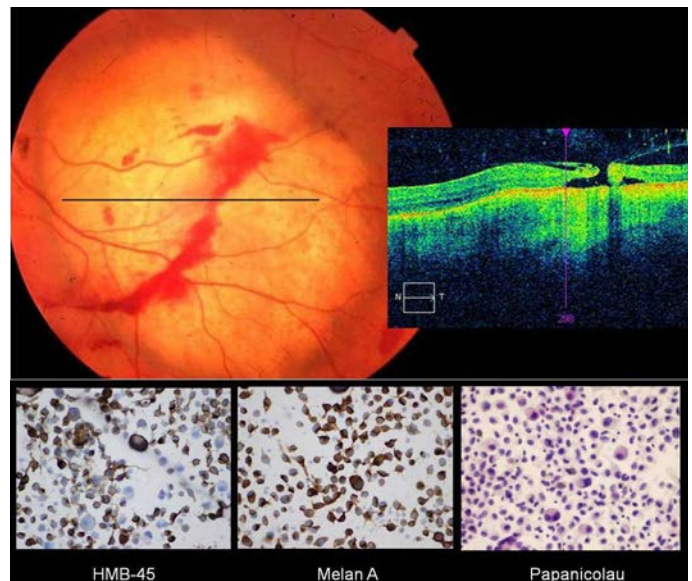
(Superior) (A) Complicaciones locales tras practicar una PAAF. Hemorragia local tras la PAAF transvítrea, en un paciente con sospecha de metástasis, sin tumor primario conocido, a pesar del estudio de extensión. En el corte realizado con la tomografía de coherencia óptica, se aprecia la retinotomía resultante de pequeño tamaño. (Inferior) (B) Aspirado celular obtenido después de realizar una PAAF transvítrea. Estudio citológico compatible con el diagnóstico de un adenocarcinoma pulmonar secretor oculto (corresponde al caso del vídeo del abordaje transvítreo, Vídeo 2).
